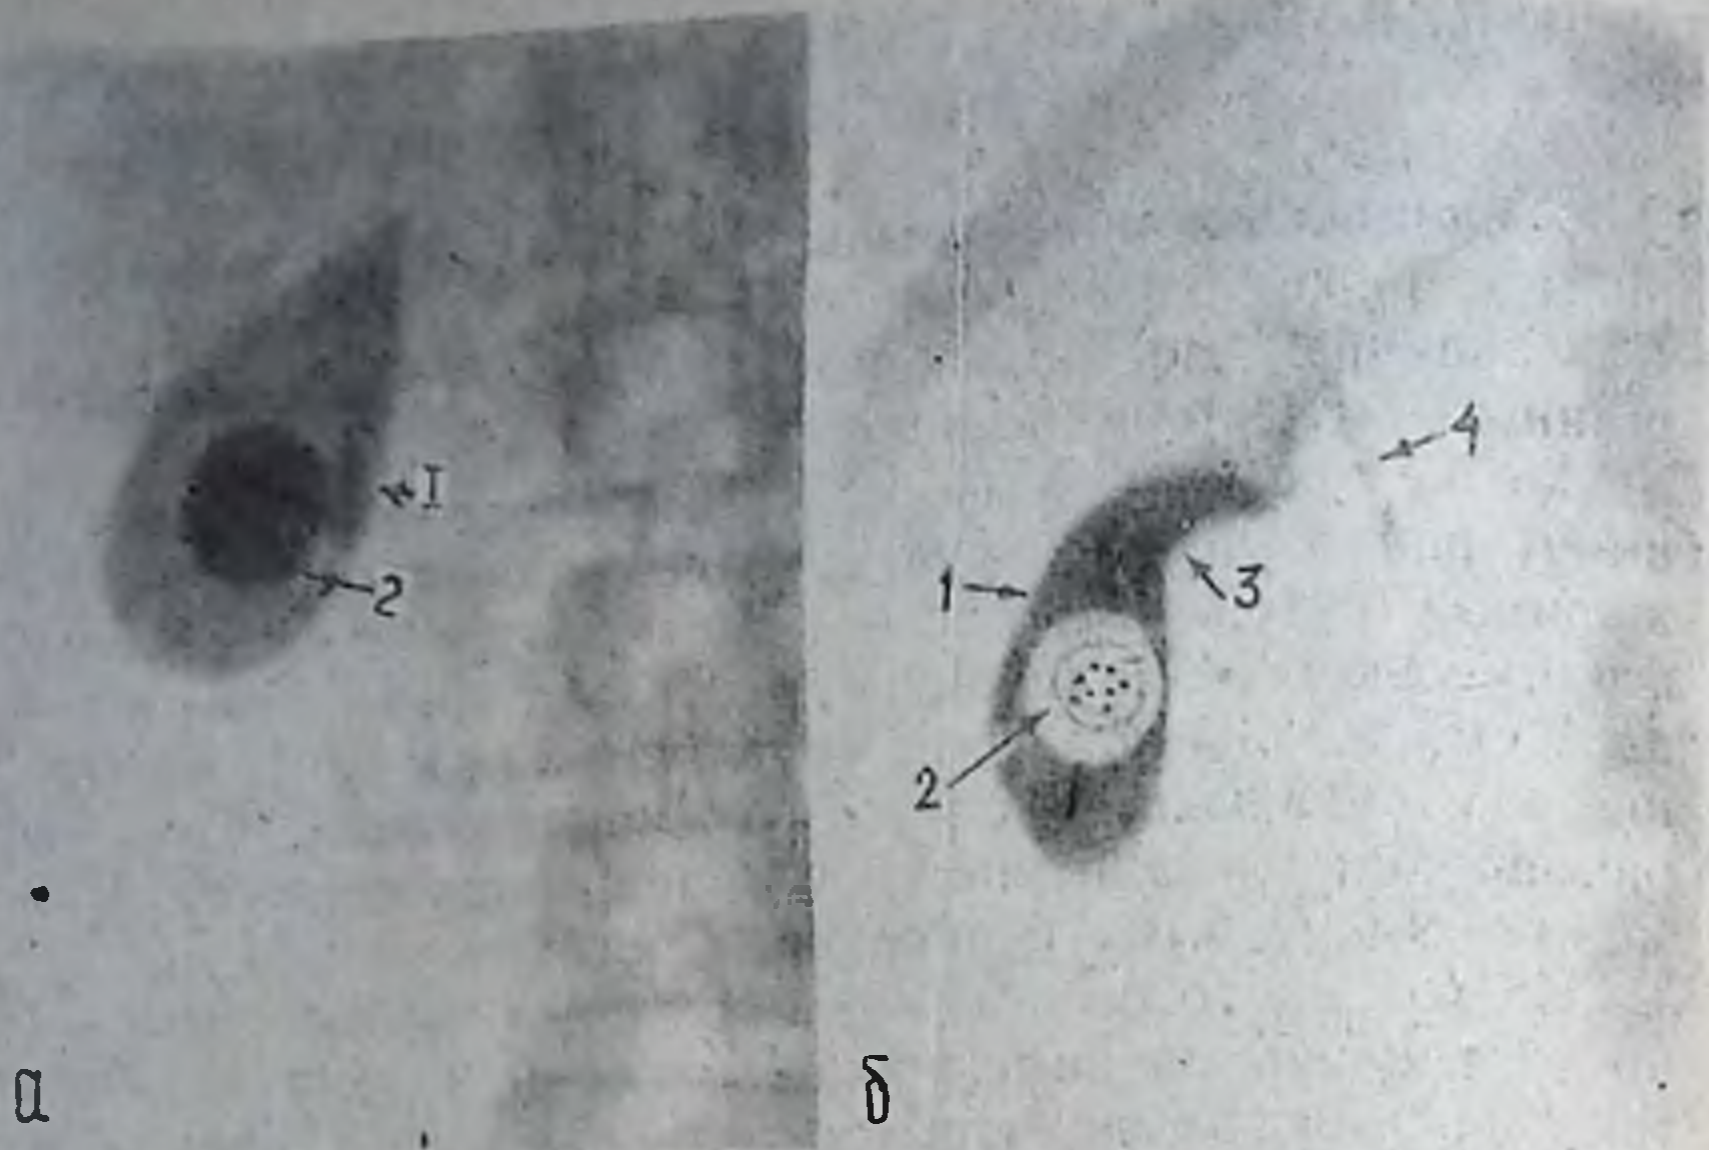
Рентгенограмма желчного пузыря:
